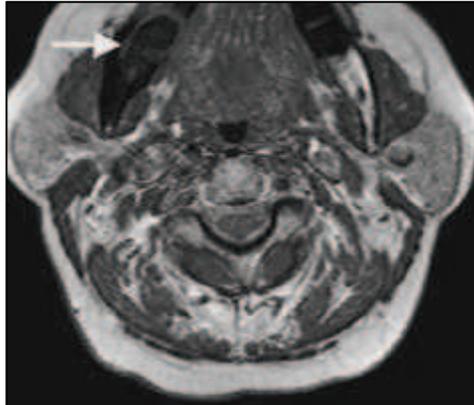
RESONANCIA MAGNETICA. NECROSIS EN LA ZONA RETROMOLAR DE LA MAXILA. VISTA APICAL.¹⁰²
